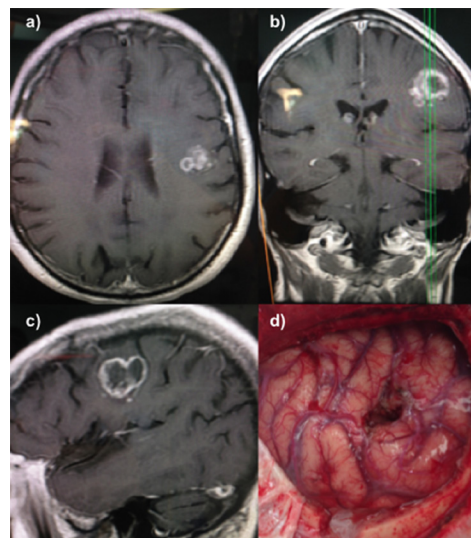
Se observa resonancia magnética de encéfalo con gadolino, en corte axial a. Coronal b. y sagital c. En las que se observa lesión frontal izquierda, que refuerza en anillo con medio de contraste, a la cual se realizó estimulación transcortical en área motora.
